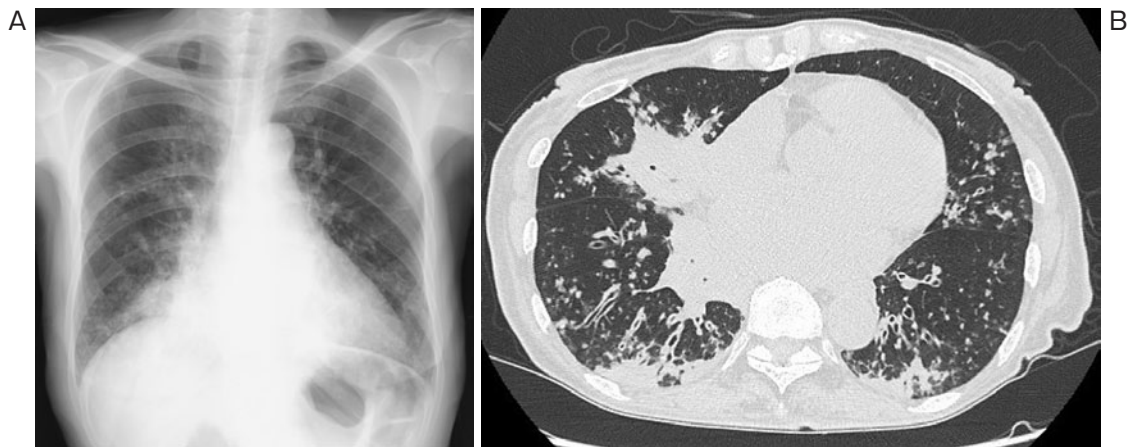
胸部画像所見. (A) 入院時胸部X線写真. 両側肺の縦隔側を中心に粒状影と右心シルエットサイン陽性の浸潤影を認めた. (B) 入院時胸部単純CT. 両側広範囲に小葉中心性の粒状影と気管支壁肥厚を認め、下葉背側にコンソリデーション、右中葉に一部無気肺を認めた.
